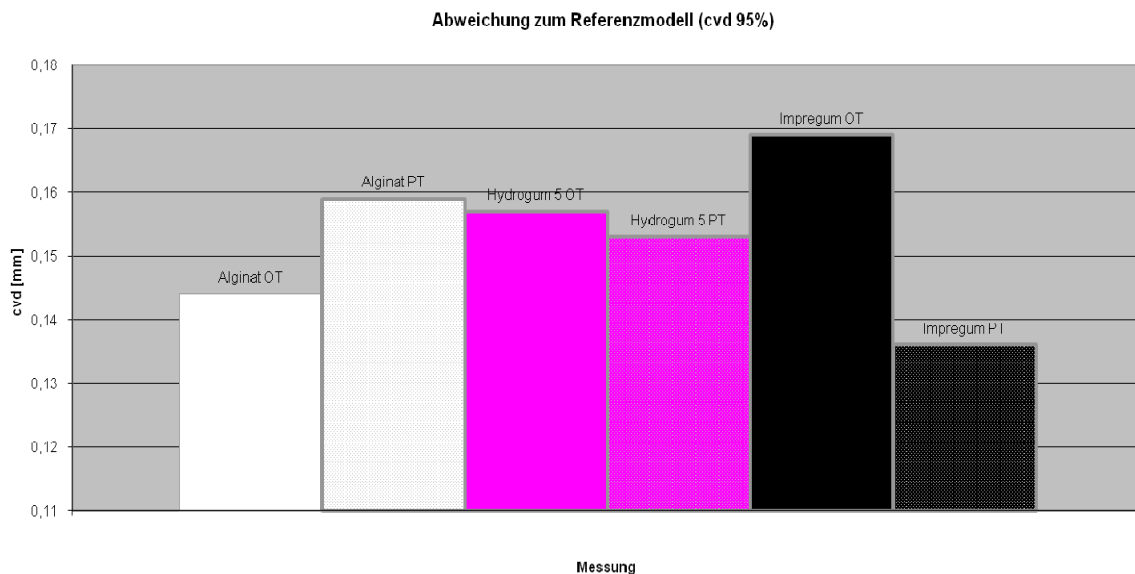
Genauigkeit der Abformmaterialien und Abformlöffelkombinationen im Vergleich zum digitalisierten Schaummodell (Referenzmodell) mit der jeweils ersten CT-Aufnahme. Normierte kumulierte Häufigkeitsverteilung (cvd) in mm bei Konfidenzintervall von 95%. (PT = Position™ Tray, 3M Espe; OT = Opti-Tray, Profimed)
